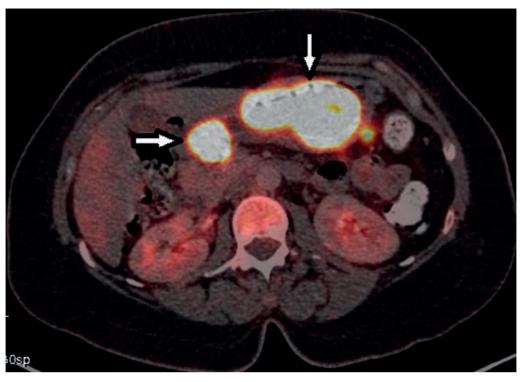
ПЭТ/КТ-томограмма больной В. до лечения. Диагноз: Диффузная крупноклеточная В-клеточная лимфома с поражением желудка. При ПЭТ/КТ выявлено высокое патологическое накопление <sup>18</sup>F-ФДГ (SUV<sub>max</sub> = 26,6) в диффузно-утолщенных стенках желудка
